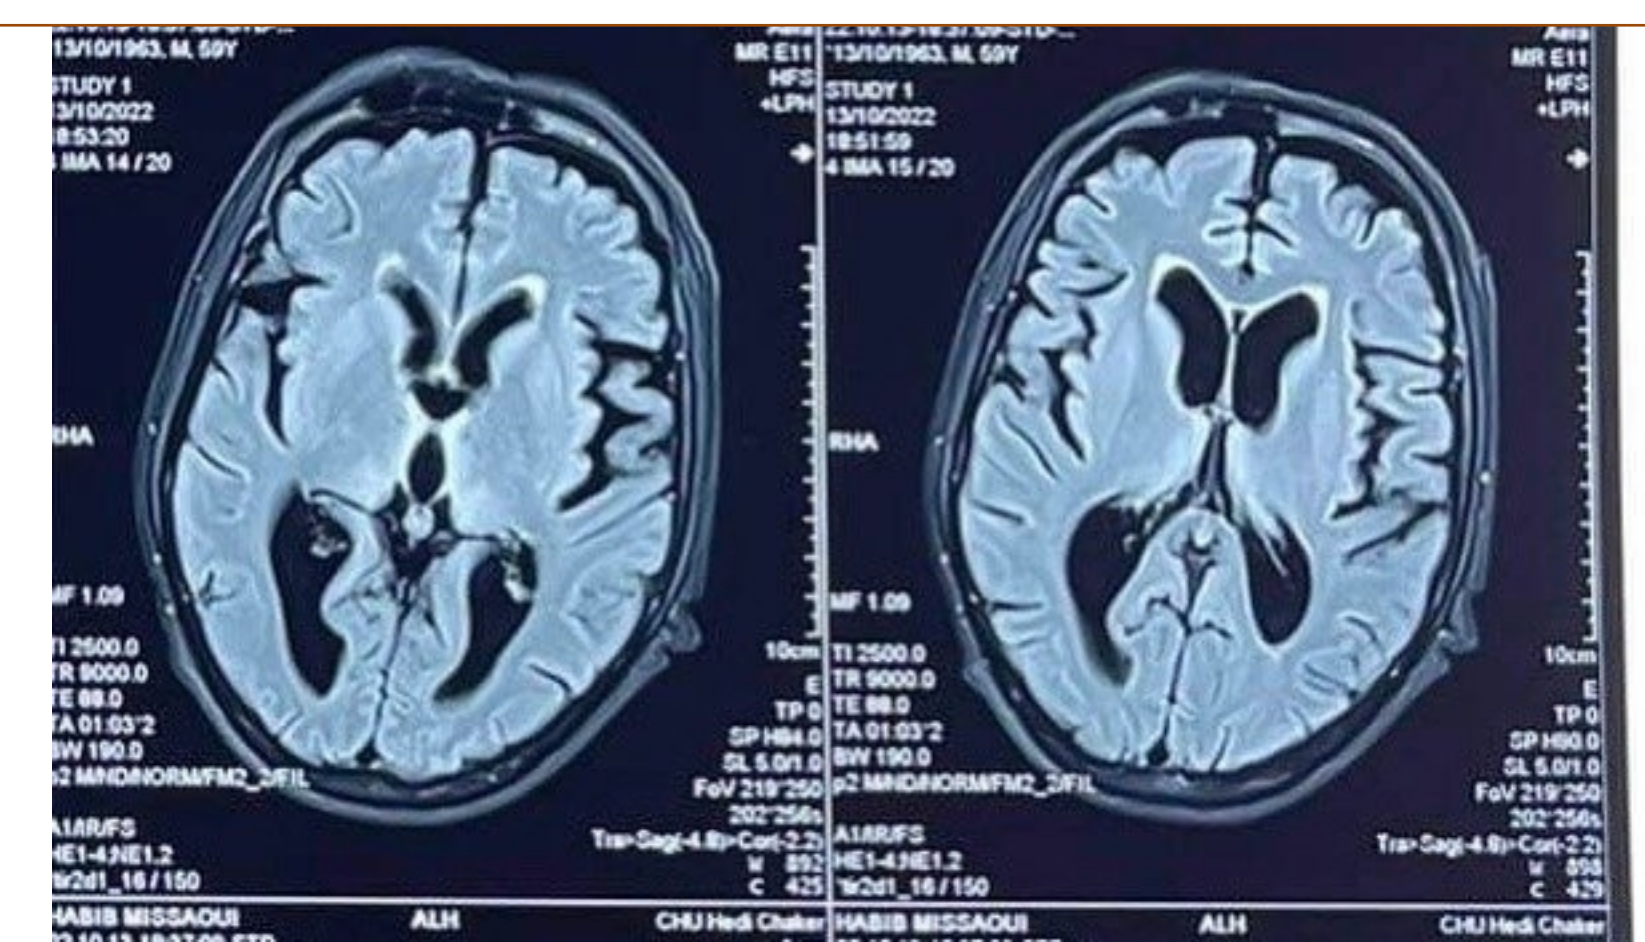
IRM cérébrale : aspects cadrant avec l'EGW
